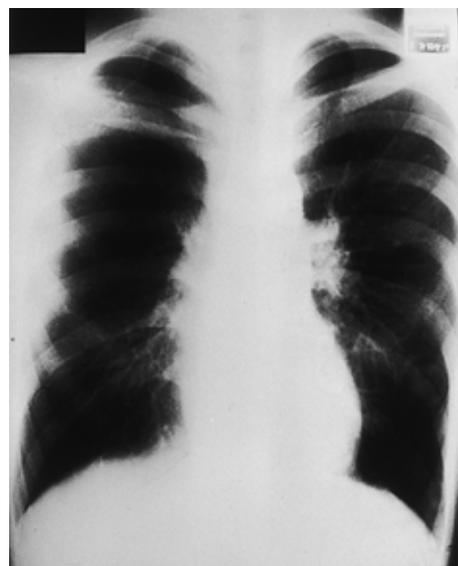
Chest X-ray obtained after treatment of pneumothorax showed that the right upper field was hyperlucent.
